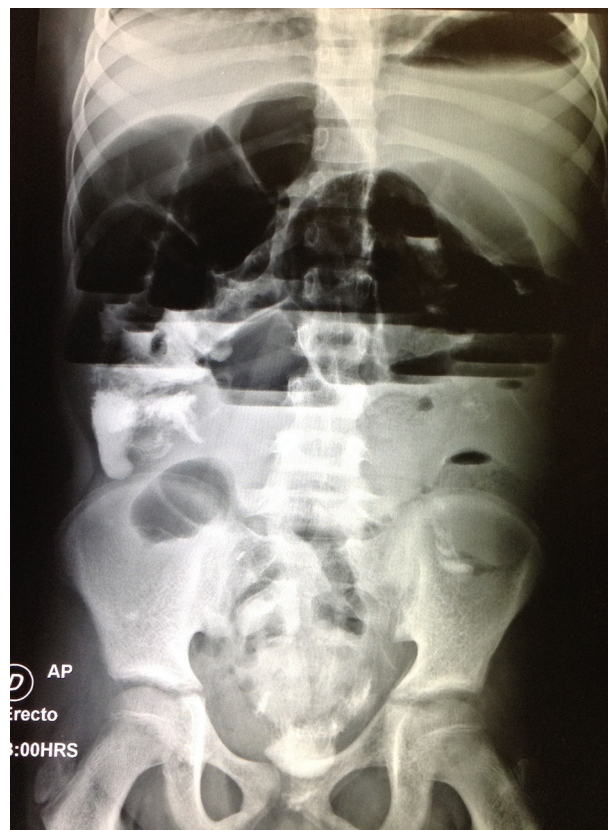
Radiografía simple de abdomen de pie: Importante distensión de asas de intestino delgado además de niveles hidroaéreos.
